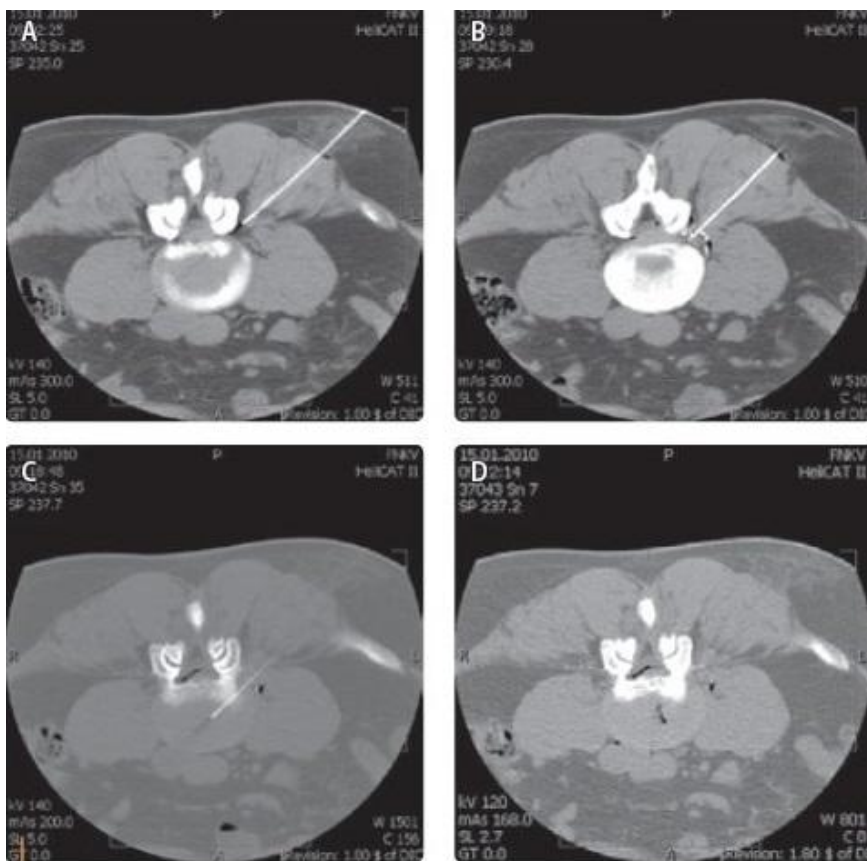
CT kontrola- zavedení jehly do epidurálního prostoru
